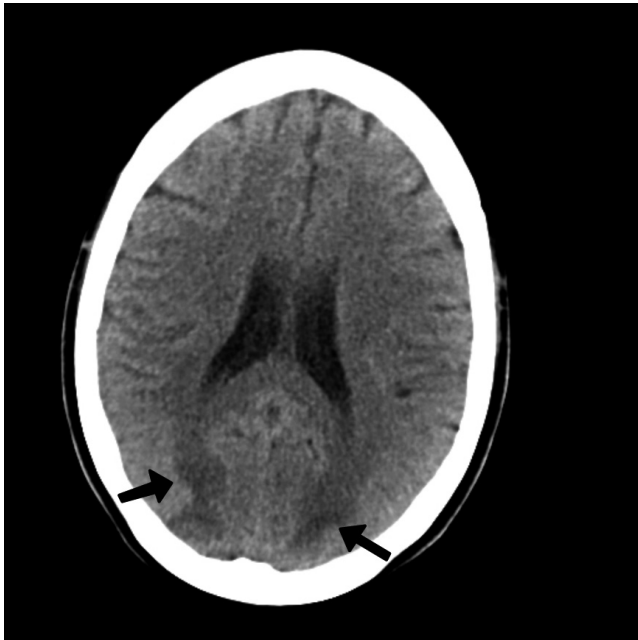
Tomografía computarizada craneal donde se observan hipodensidades subcorticales.
